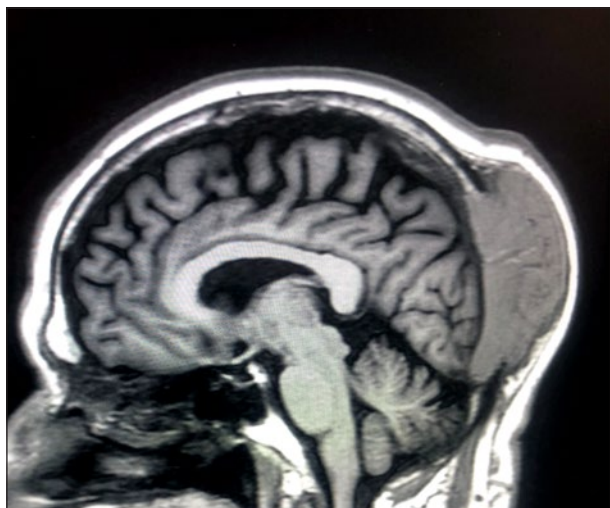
Resonancia magnética en T2, corte sagital: se identifica lesión en región occipital compatible con actividad tumoral. Hallazgos sugestivos de metástasis por cáncer de tiroides.
